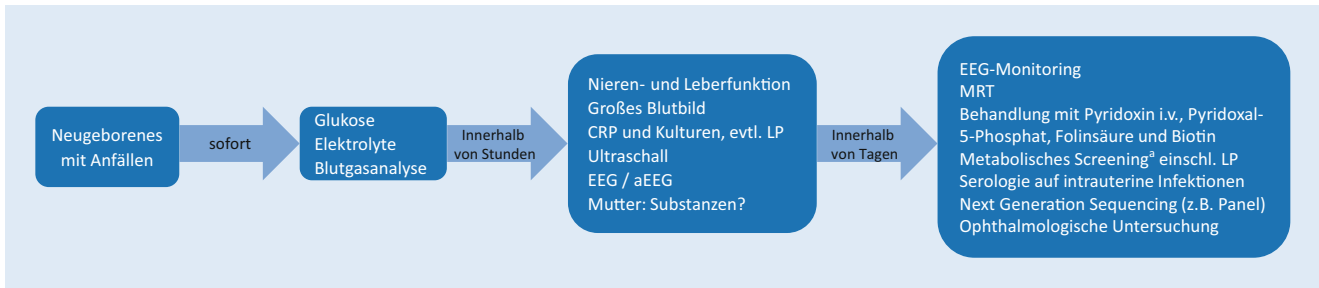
▲ Diagnostik bei Neugeborenenanfällen. ³insbesondere im Serum: Aminosäuren, Ammoniak, Laktat, Pyruvat, überlangkettige Fettsäuren, Biotinidase, Pipecolinsäure; im Urin: organische Säuren, Ketone, und im Liquor: Laktat, Aminosäuren, Pyridoxal-p-Phosphat, CRPC-reaktives Protein, LP Lumbalpunktion, EEG Elektroenzephalogramm, aEEG amplitudenintegriertes Elektroenzephalogramm, MRT Magnetresonanztomographie
